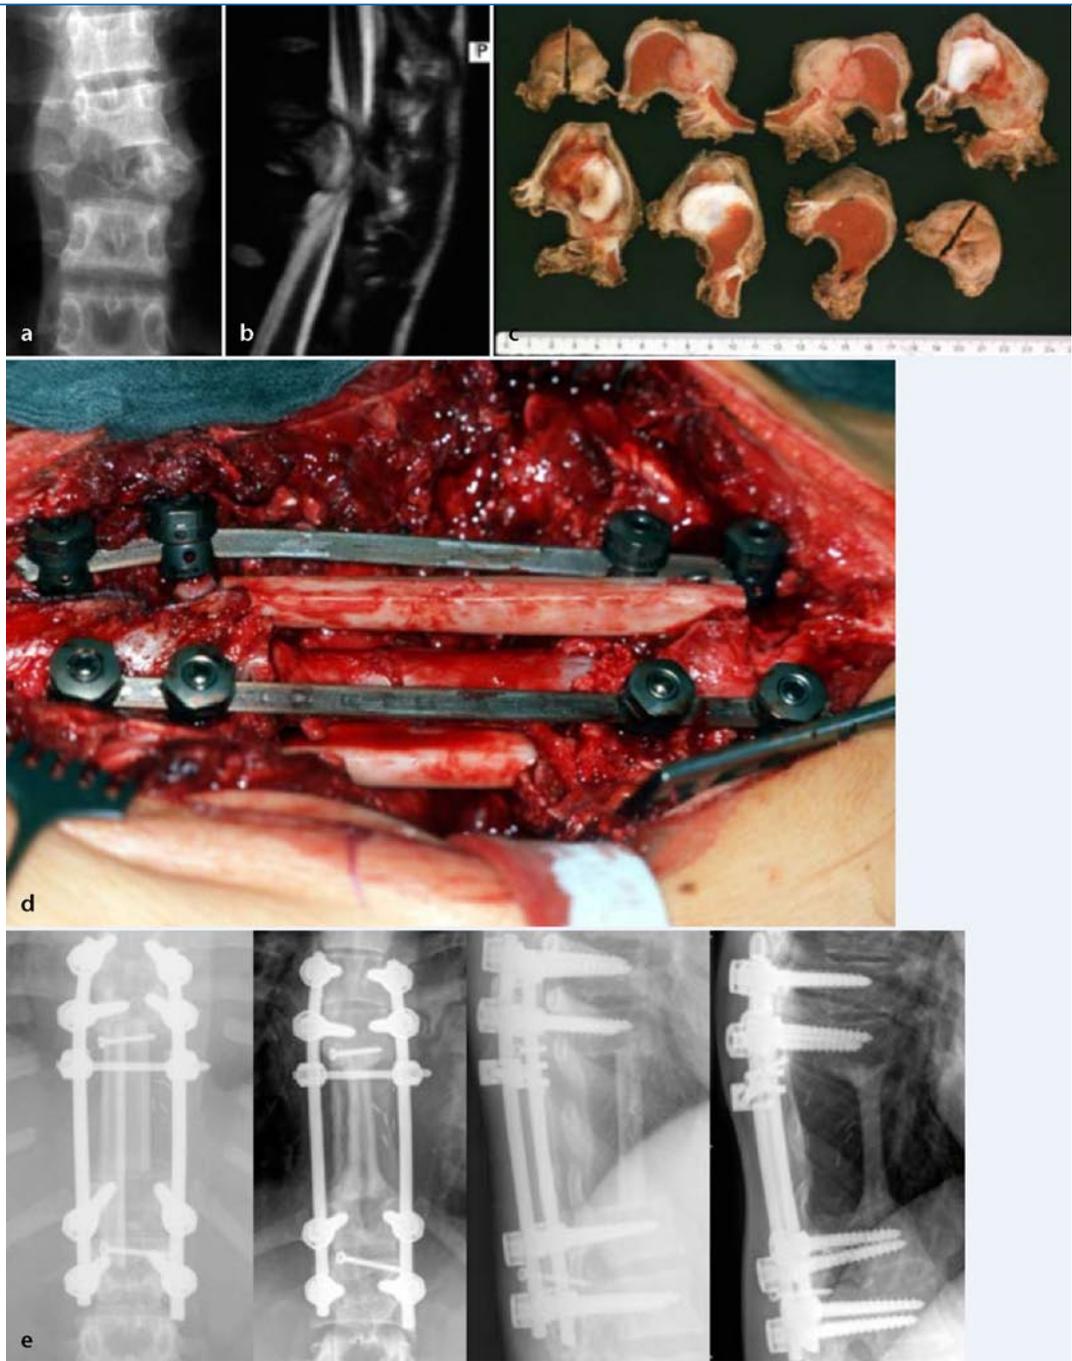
▶ Fall 5. 14-jähriger Patient mit einem desmoplastischen Fibrom Th7/8, marginale Resektion, 7 Jahre postoperativ tumorfrei: a Präoperatives Röntgenbild mit Destruktion des Wirbelkörpers. b MRT präoperativ mit Darstellung der Tumorausdehnung. c Resektat und d intraoperativer Situs nach En-bloc-Spondylektomie, Instrumentation und Fibulagrafts dorsal und ventral. e Röntgenverlaufskontrolle postoperativ und zum Follow-up nach 7 Jahren (Beachte: Einwachsverhalten und Remodelling der Fibula ventral)
